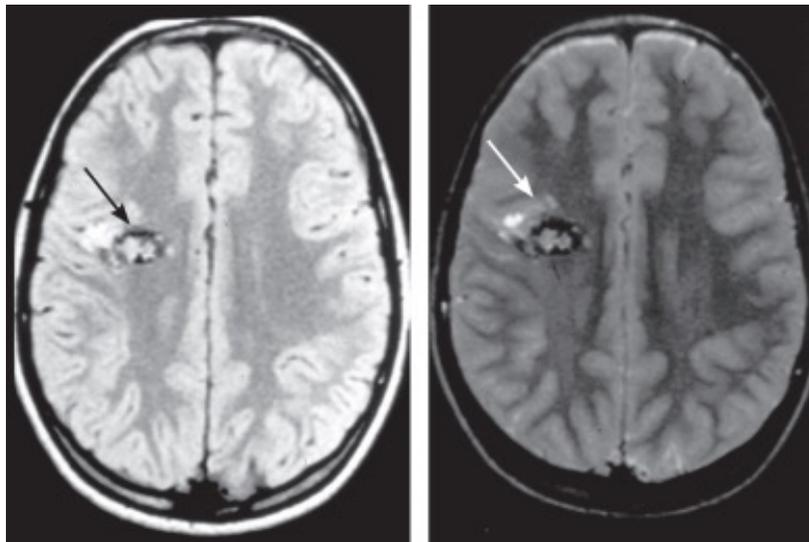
RM en la epilepsia focal. Cavernoma en la circunvolución rolándica en un paciente con crisis motoras de tipo «jacksoniano» Fuente: Neurología (13).
